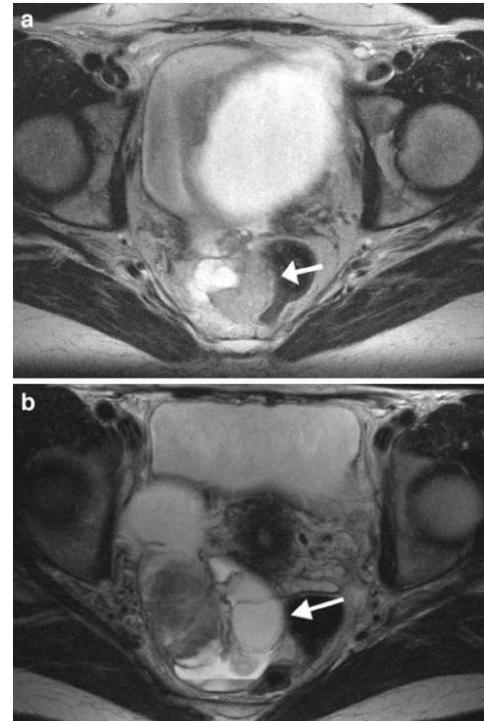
Local tumor spread with rectal invasion of a right ovarian cancer in transaxial T2W MR images is shown in (a) as compression and displacement of the rectum. Broad-based contact between the rectum and the solid part of the cancer is suggestive of local invasion (arrow) (a). FIGO stage IB ovarian cancer arising from the right ovary is seen adjacent to the rectum (b). Mild displacement of the rectum by the cystic ovarian component is demonstrated (arrow)
